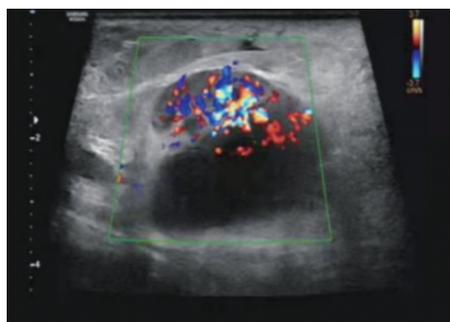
常规超声示淋巴结短长轴比值增大,淋巴门高回声,门结构明显偏移,门部及周边可探及丰富血流信号
